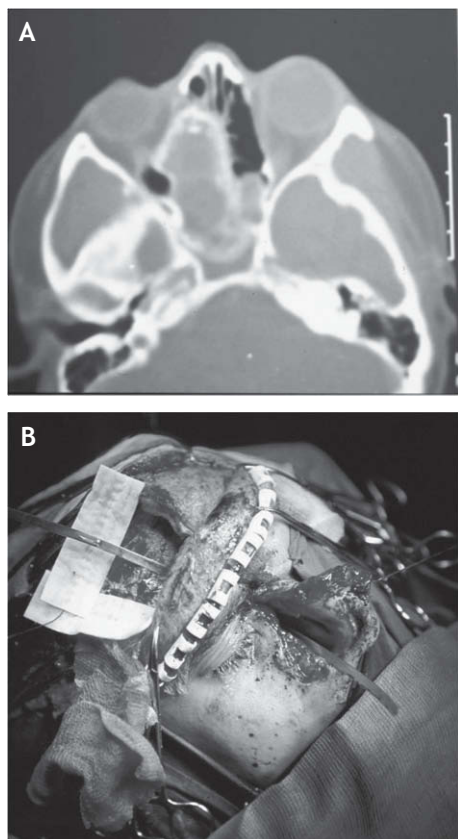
A: tomografía computarizada en la que se muestra displasia fibrosa del etmoides. B: tratamiento combinado craneofacial para reseca una displasia fibrosa del etmoides recidivada (1986), posiblemente el primer tratamiento craneofacial combinado publicado por un autor nacional⁸.
